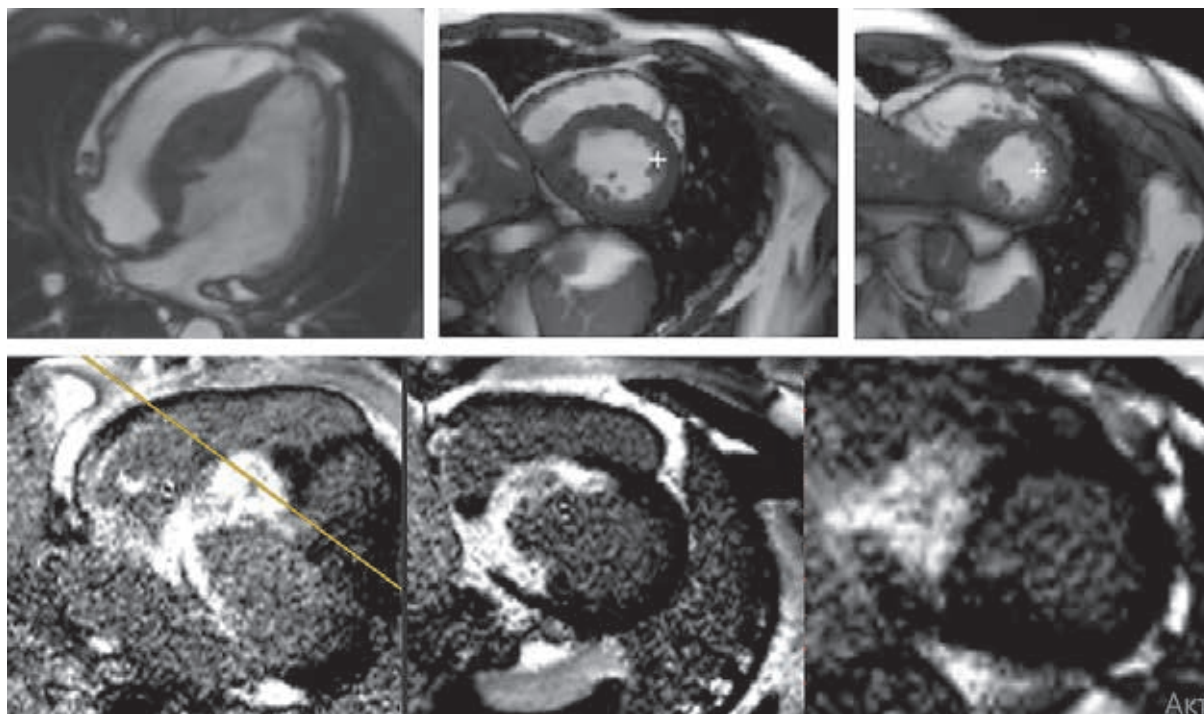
МРТ пациента с ГКМП, характеризующейся асимметричной гипертрофией нижнеперегородочных сегментов до 25 мм, дилатацией полости ЛЖ, визуализируются миокардиальная крипта в разволокненных базальных отделах МЖП, выраженный фиброз утолщенных сегментов по данным постконтрастных DE-PSIR
